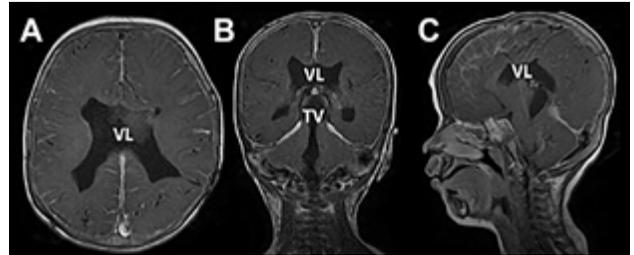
RM de encéfalo realizada a los 12 meses post quirúrgico de la colocación de la DVP: A) corte axial, B) coronal, C) sagital, ponderado en T1 con contraste. Se observa disminución del tamaño ventricular en comparación con resonancia previa, sin realce endimario tras la administración de contraste.
